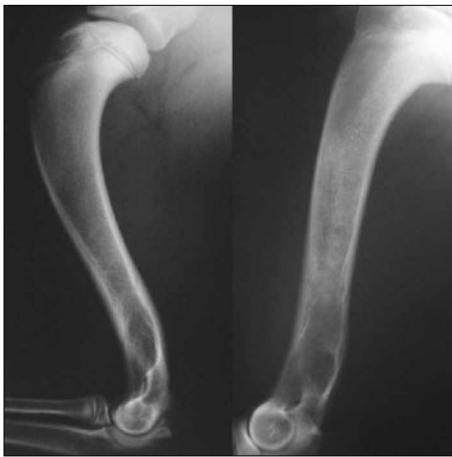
Radiographie de profil de 2 humérus de deux chiots de grande race présentant des images caractéristiques de panostéite (densification diffuse à limites floues de l'endoste, disparition de la limite entre la corticale et la médullaire).
